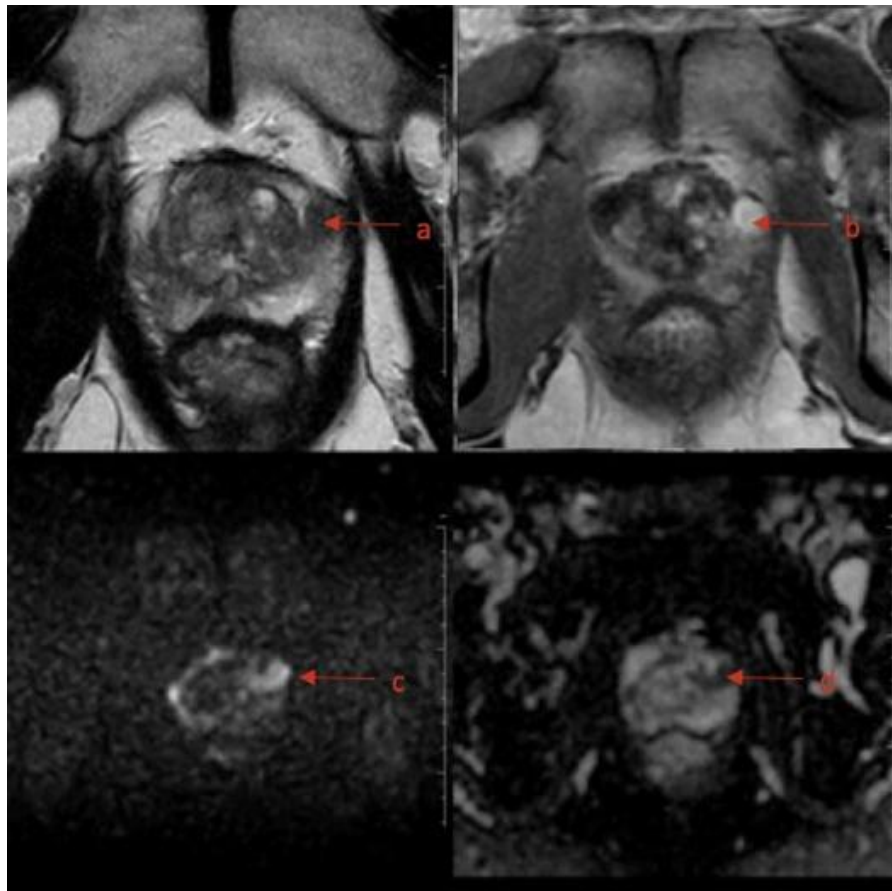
Une IRM mettant en évidence une lésion suspecte de la corne antérolatérale gauche de la zone périphérique (zone a) avec un score PI-RADS coté 5/5 (hyposignal T2 [a], prise de contraste précoce [b], hypersignal b2000 [c] et une restriction de la diffusion sous forme d'hyposignal sur la carte ADC [d]). Les 2 biopsies ciblées sur la lésion étaient positives avec 7 et 9 mm d'envahissement tumoral et un score de Gleason de 4 + 3. Ce cas illustre la qualité de l'échantillonnage des biopsies ciblées par rapport aux biopsie systématisées à la fois pour la taille et le grade des cancers.
